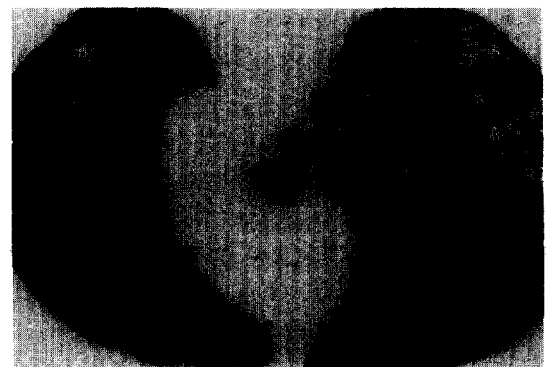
High resolution chest CT scan shows reticulonodular densities in both lung zones.
